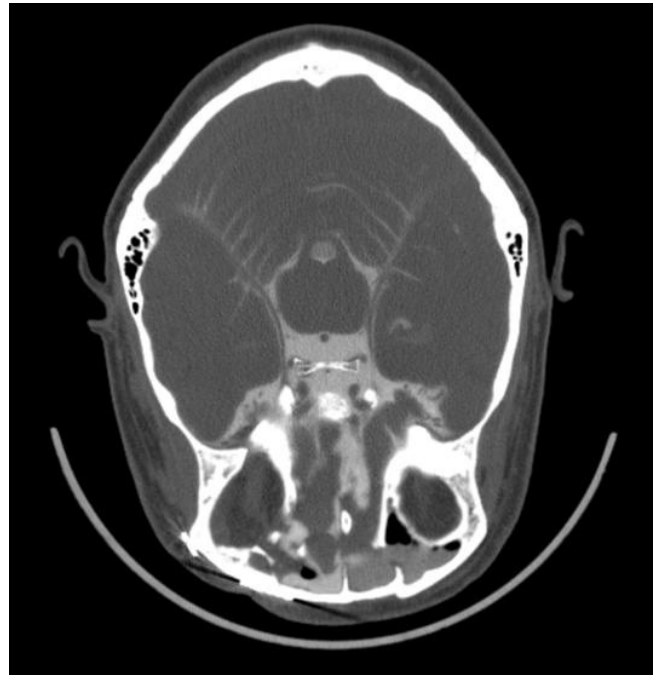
КТ-цистернография: аксиальный срез
